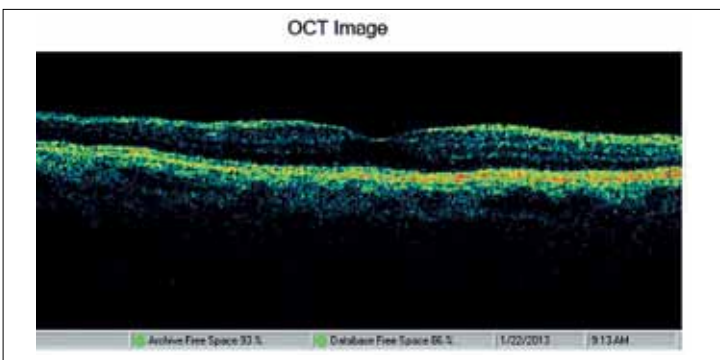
Оптическая когерентная томография больной М. через 21 месяц после операции: уменьшение толщины сетчатки до 260 мкм
